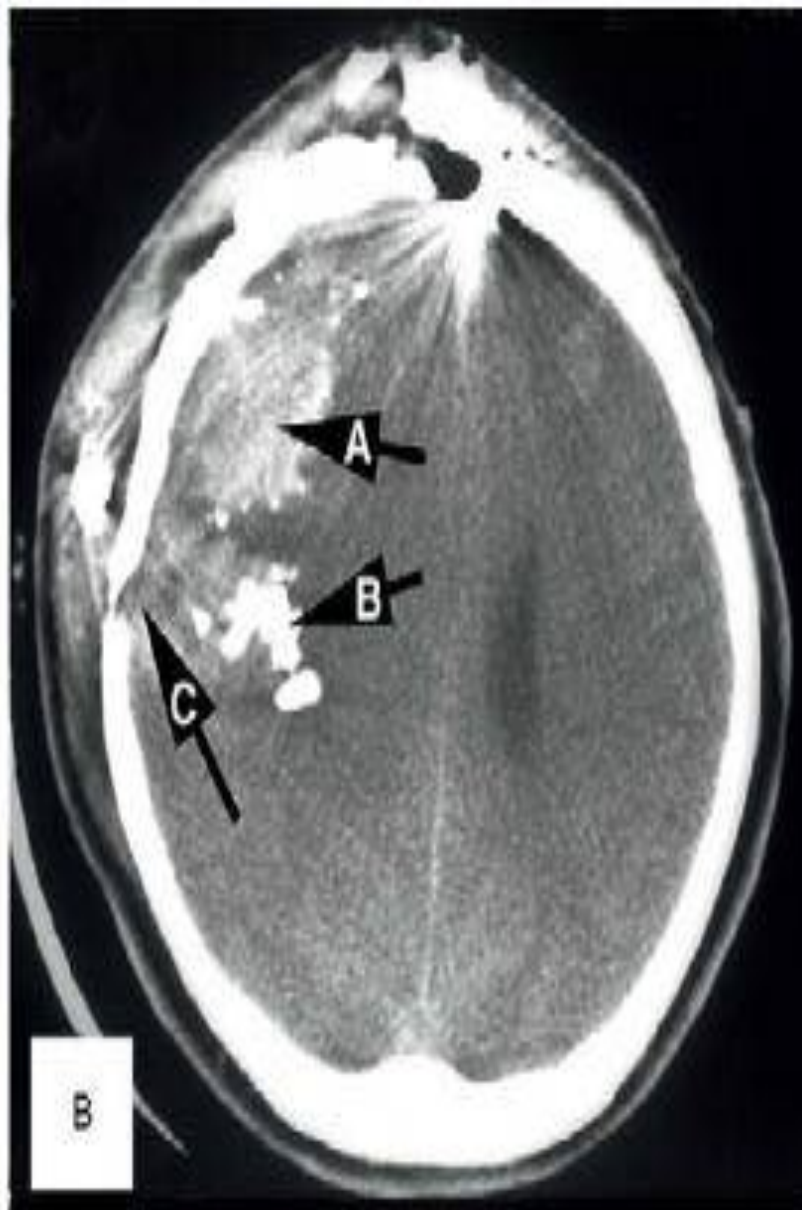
Gunshot wounds to the brain. (A) Patient with multiple gunshot wounds to the head. Note the cephalohematoma and periorbital ecchymosis. (B) CT scan of a gunshot wound showing a SDH, intraparenchymal hemorrhage (arrow A) and intraparenchymal bullet fragments (arrow B), and an open frontotemporal skull fracture (arrow C).
